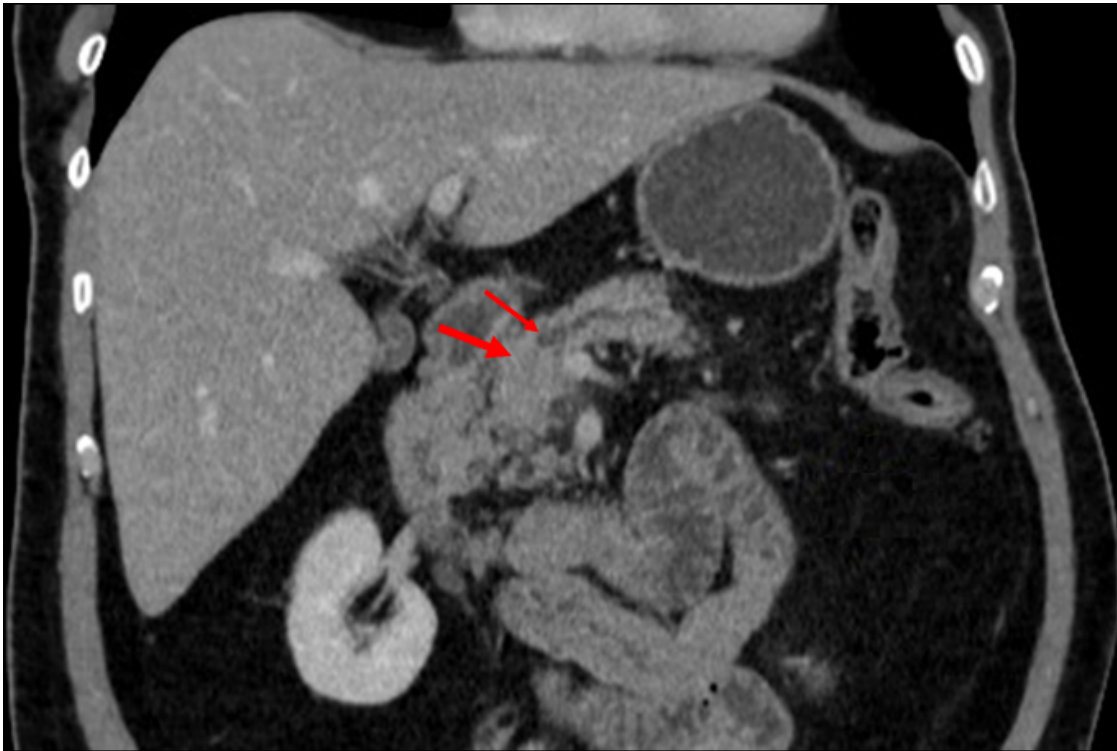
TC com contraste endovenoso reconstrução coronal na fase portal, lesão isovascular na cabeça pancreática (seta grossa), promovendo estenose do ducto pancreático principal (seta fina), com dilatação a montante do mesmo.
